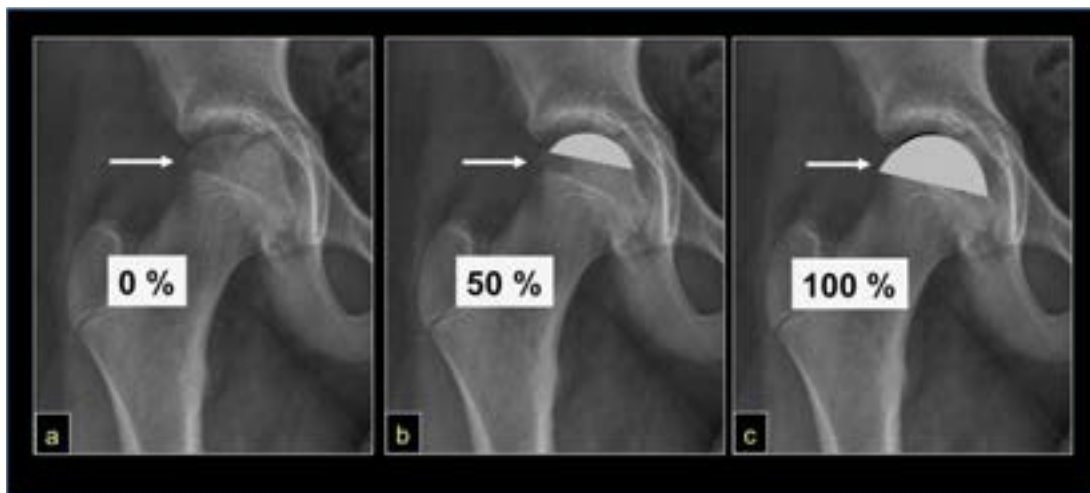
Clasificación según el grado de colapso del pilar externo en una radiografía de frente (flechas blancas)
